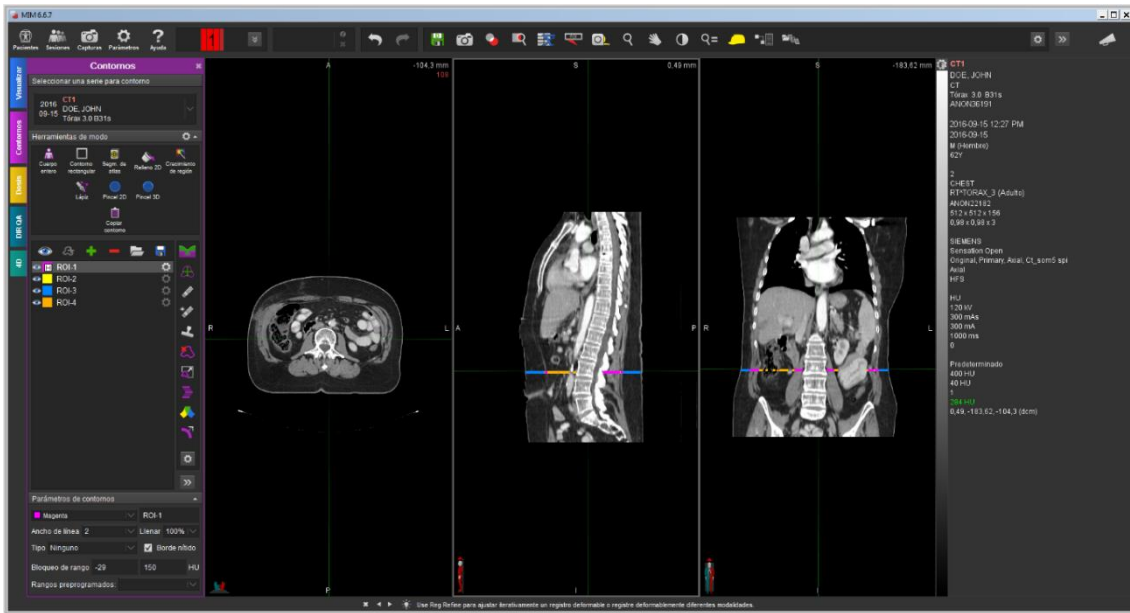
Determination of the third lumbar vertebra (L3). An isolated CT image from the third lumbar vertebra (L3) was used for the body measurements. The chosen image was the one with both transverse processes clearly visible, right in the middle of L3. All patients abdominal images were referred for radiotherapy tumor treatment. All images were analyzed using the anonymous mode. Poor quality and unsuitable CT scans were not included for the body analysis.
